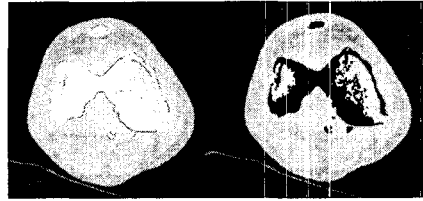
Binary work CT image
